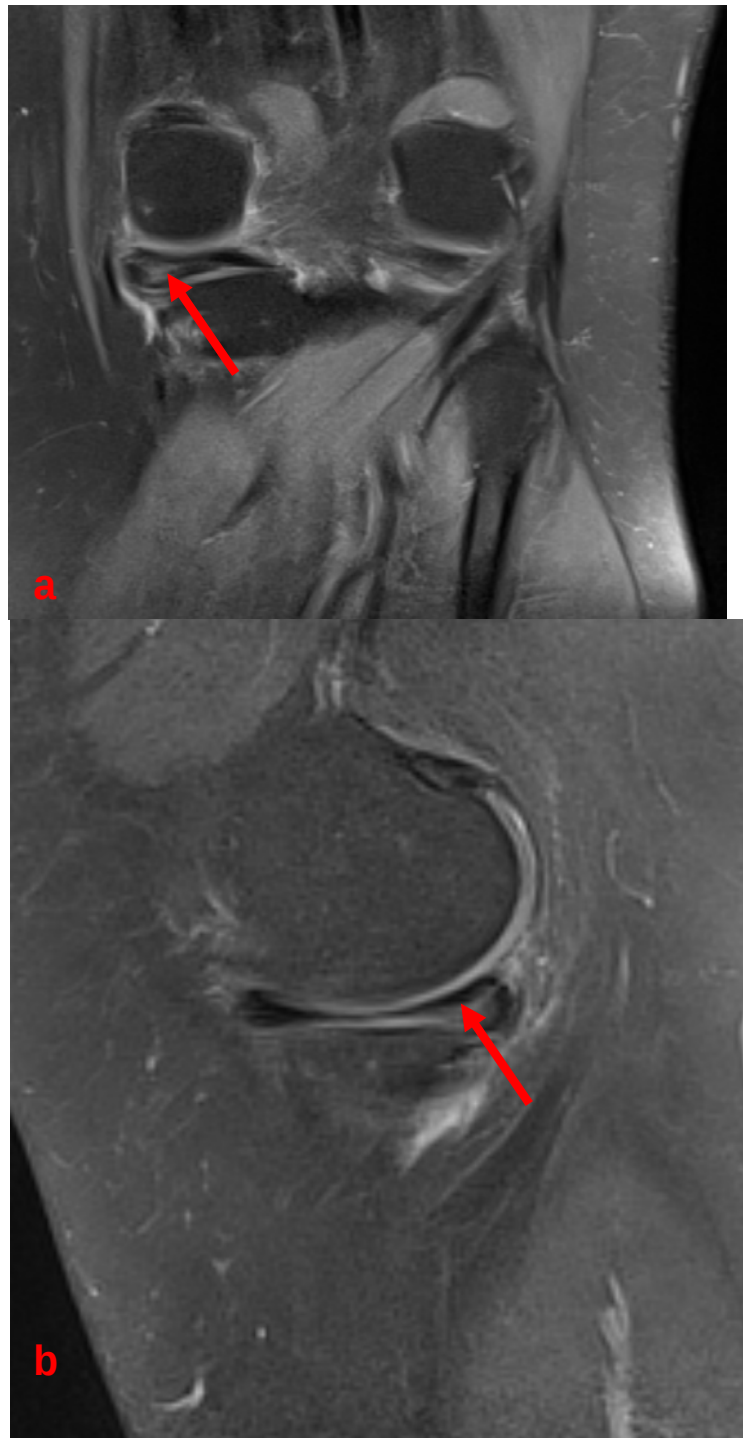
IRM du genou montrant une lésion méniscale
